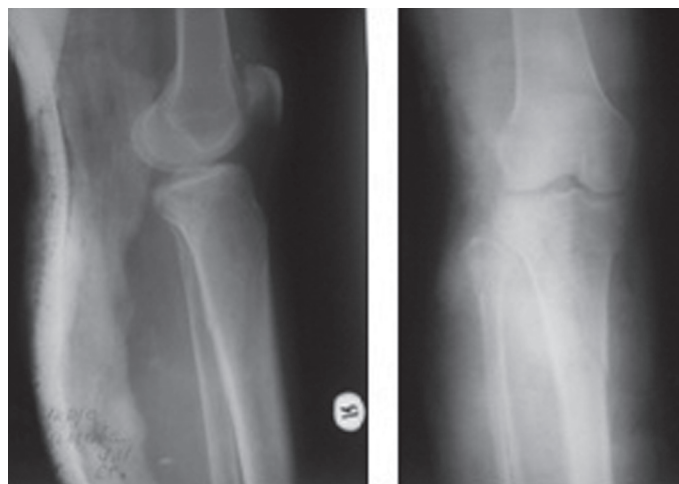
Рентгенограммы до операции
